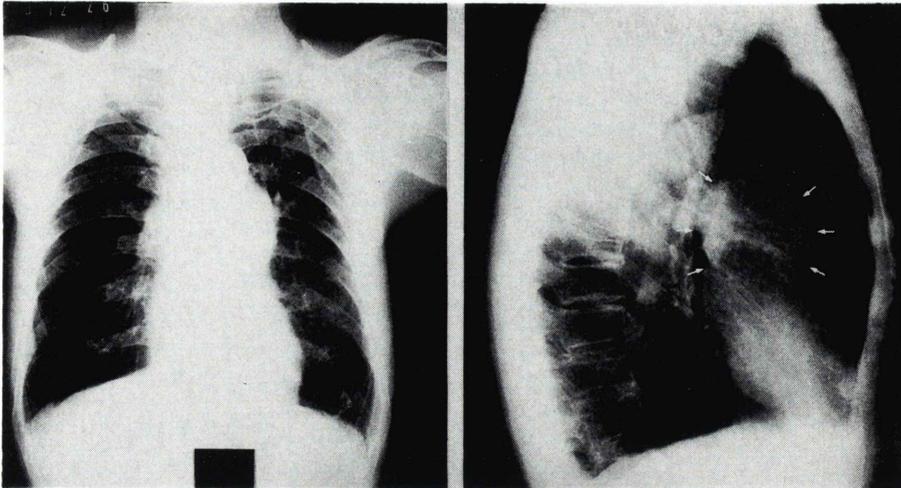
Chest X-ray shows left 2nd arch dilatation in P-A view (Left) and large abnormal shadow in lateral view (Right, white arrows).
